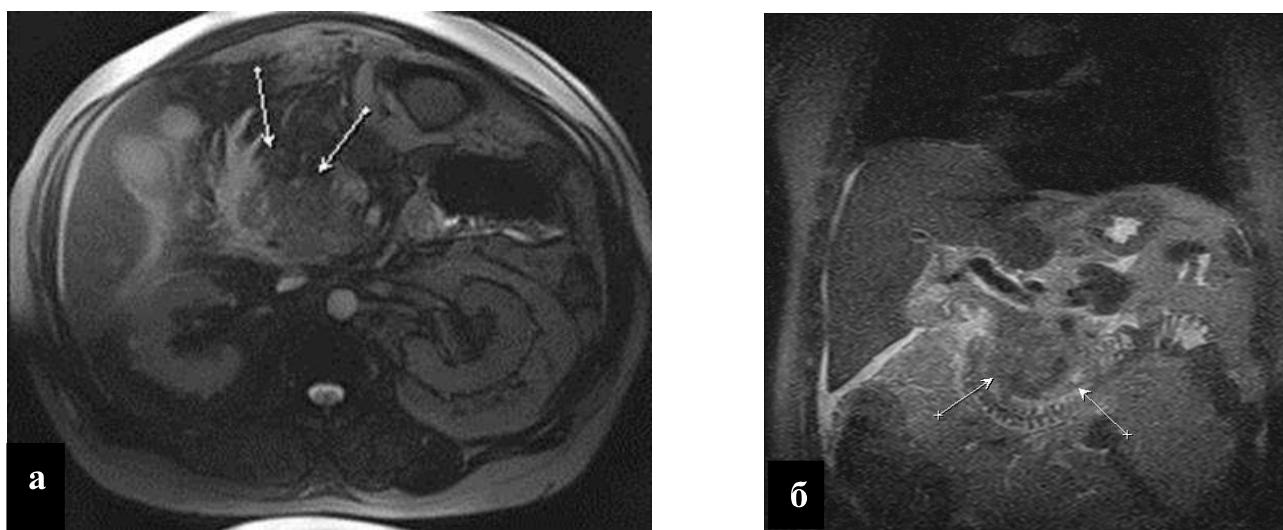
МРТ органов брюшной полости больного М.: аксиальная (а) и фронтальная (б) плоскости. Опухоль головки ПЖ (показана стрелками) Хронический панкреатит. Лимфаденопатия. Асцит.
